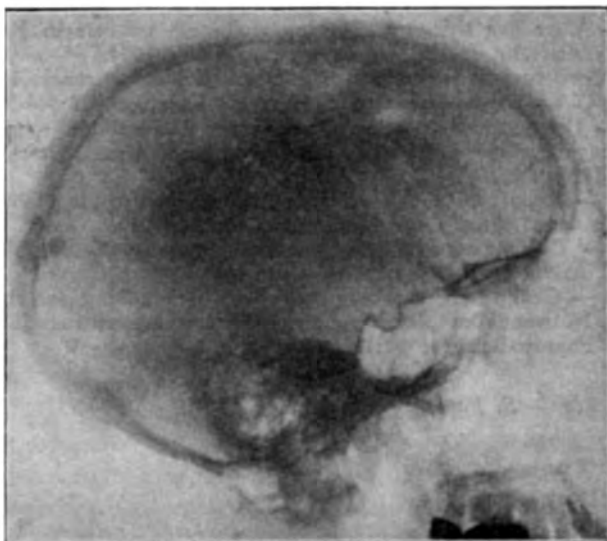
Radiografia após a intervenção cirúrgica.
